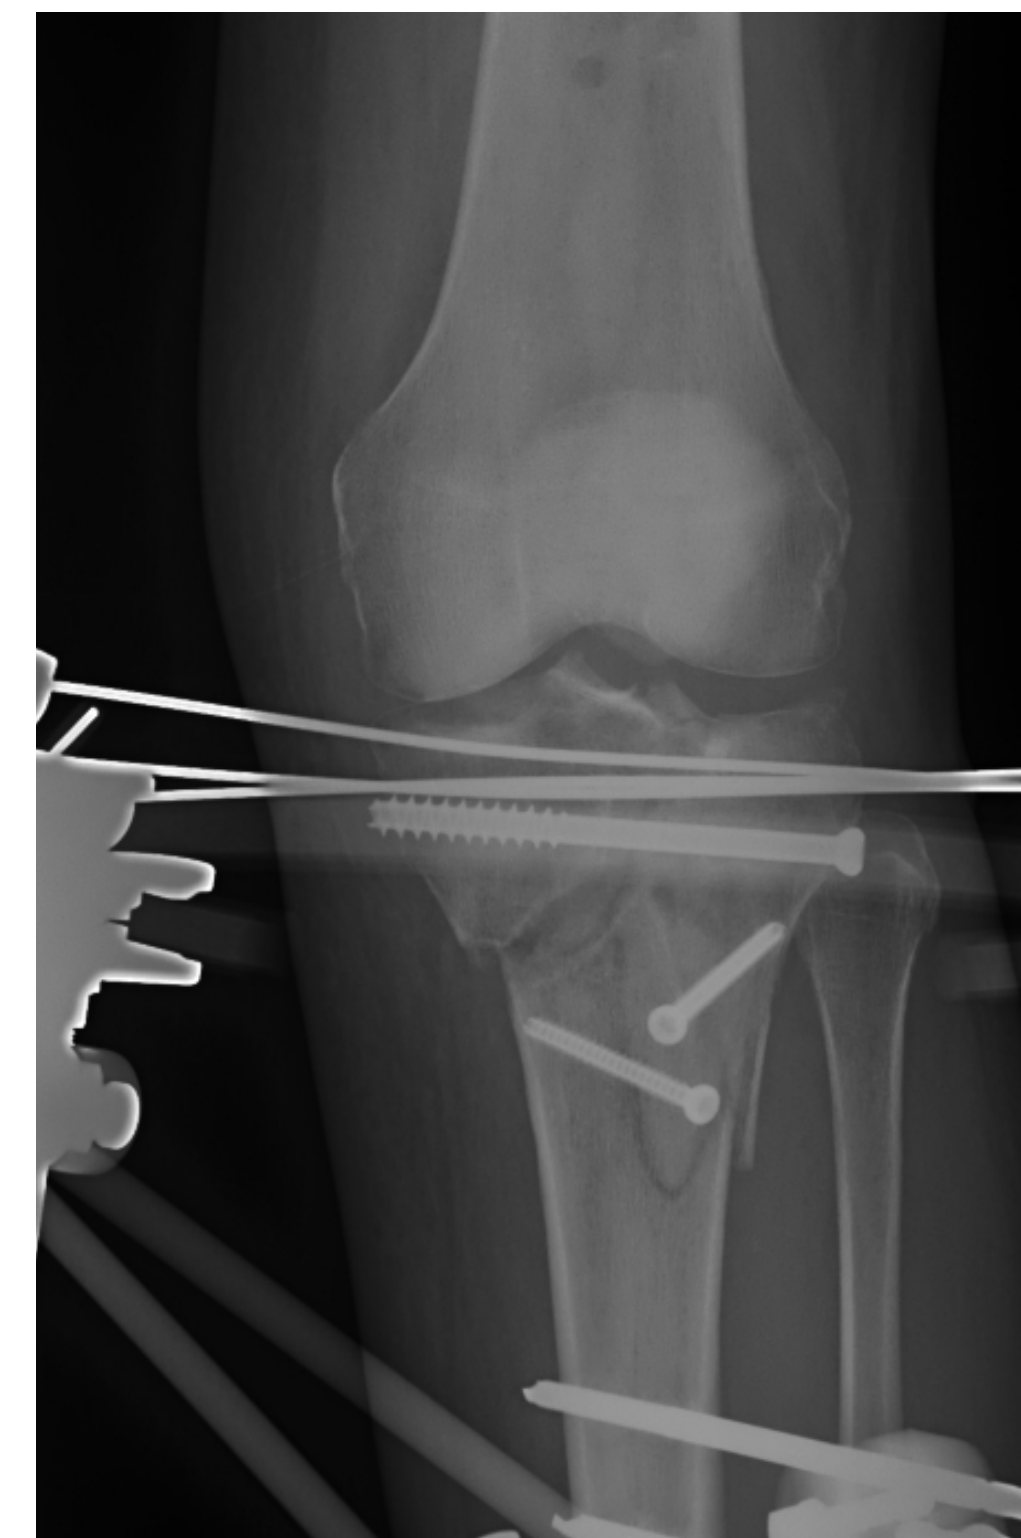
Radiografías AP y lateral 1 mes post-IQ
